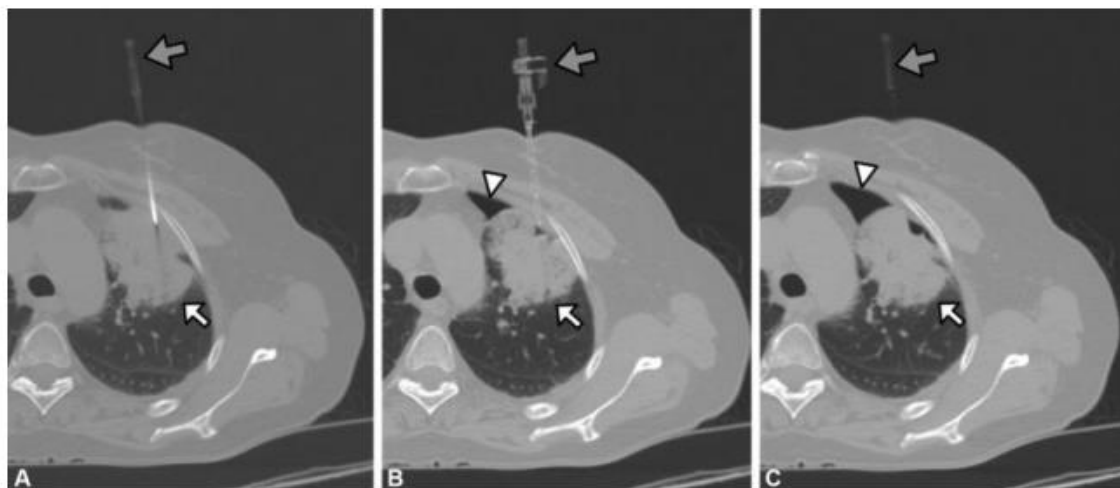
Neumotórax: *Paciente con una masa pulmonar en el segmento anterior del lóbulo superior izquierdo (flecha blanca) en A: Imagen TC axial, presencia de abocath 18G (flecha gris), B: Tc axial dos minutos posterior a la inserción del abocath, se observa pequeña cantidad de contenido aéreo en el espacio pleural*
